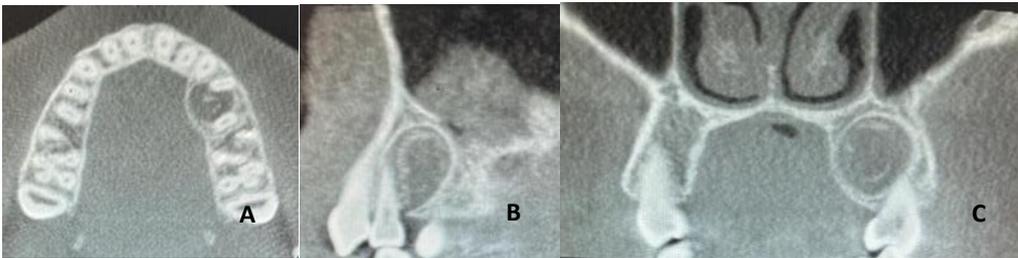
CBCT images A) Expansion of the palatal cortex without disturbing the cortical border in the axial section. B) Inverted water drop shape with regular borders in the sagittal section. C) Radiopaque foci seen in the internal structure in the coronal section.
